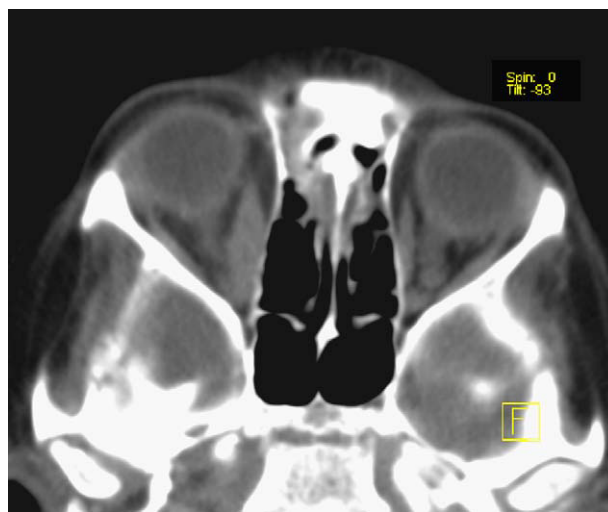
TC orbitaria: engrosamiento y realce difuso del músculo recto interno derecho.
